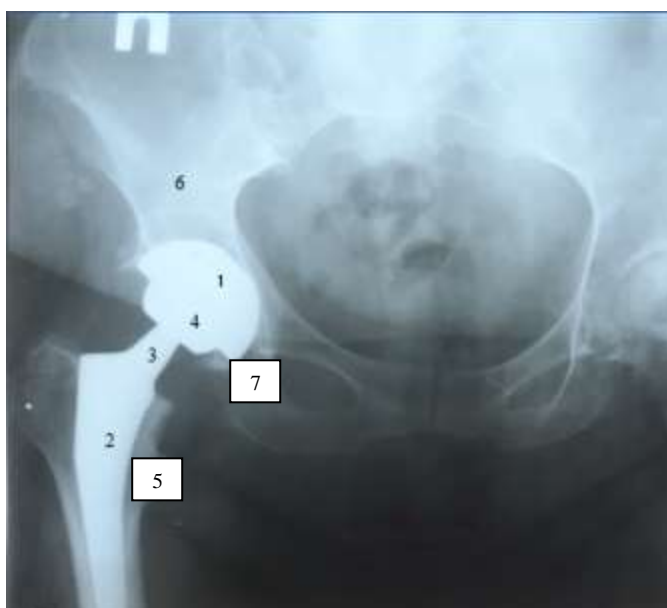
Рентгенограма кульшового суглоба у прямій проекції. 1 – кульшовий компонент ендопротеза КС, 2 – стегновий компонент КС, 3 – шийка стегнового компонента ендопротеза, 4 – голівка стегнового компонента ендопротеза, 5 – стегнова кістка, 6 – кістки тазу, 7 – «фігура сльози»; фото з операції
